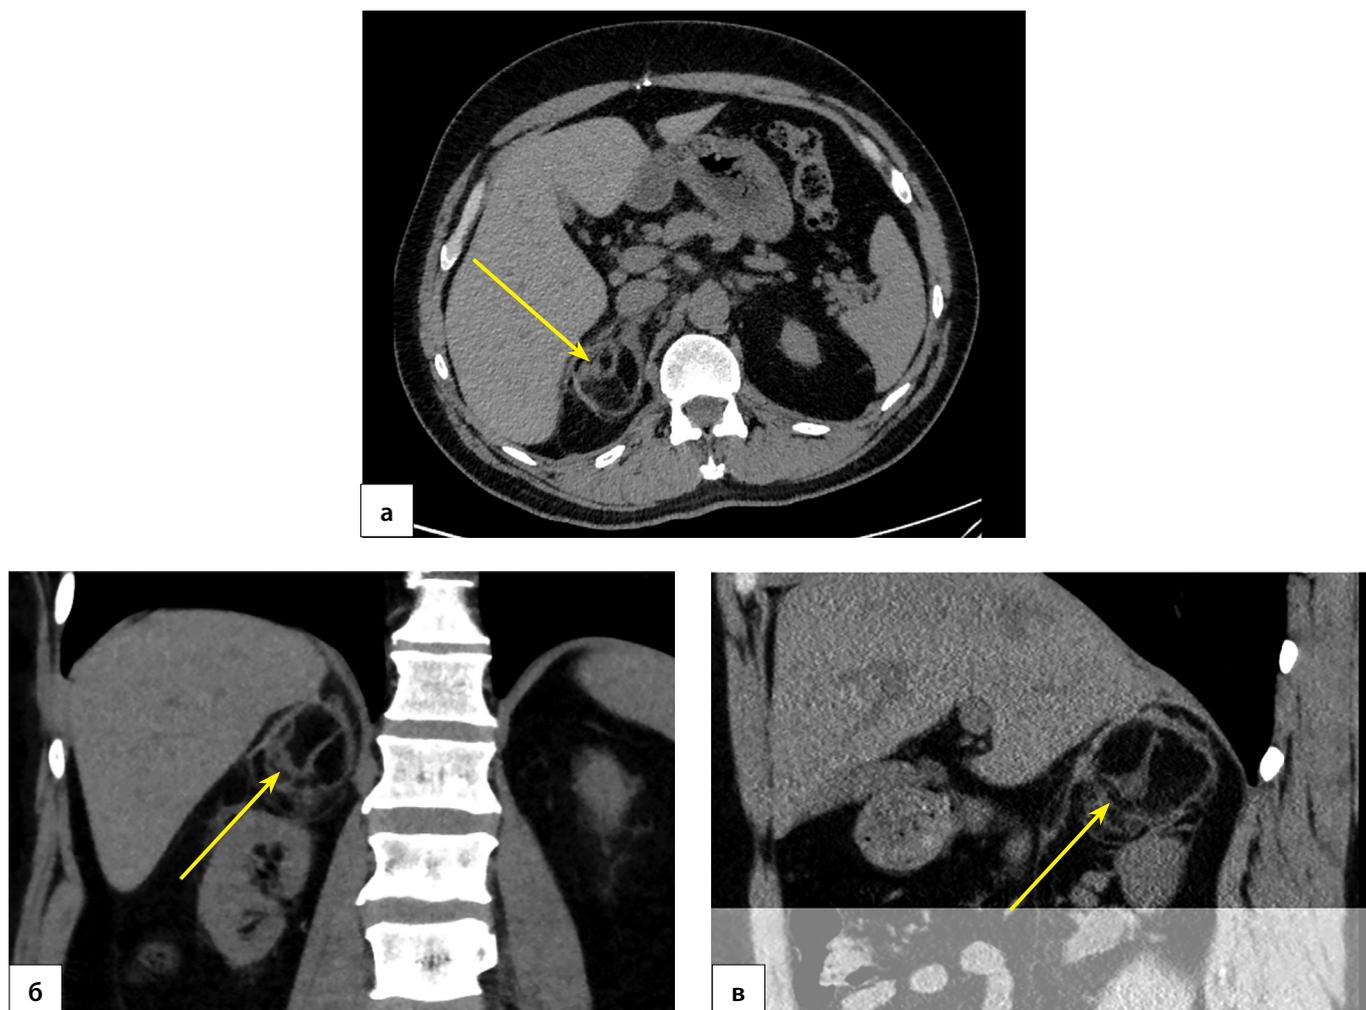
Пациент П., 45 лет. МСКТ брюшной полости. Организация гематомы (маркирована стрелкой): а) корональная проекция; б) аксиальная проекция; в) сагиттальная проекция.
